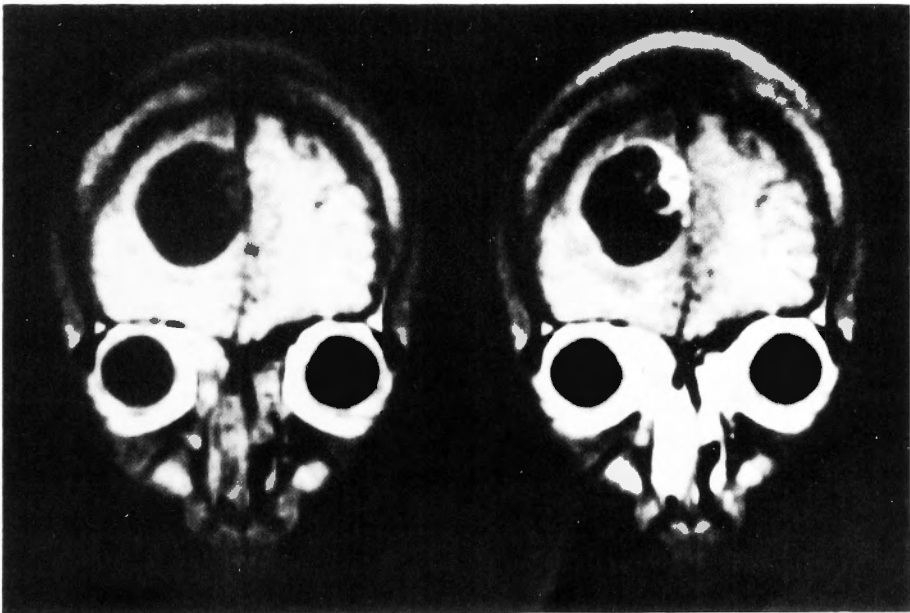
Magnetic resonance imaging (MRI) scans (0.22 T, SE TR 500 msec/TE 30 msec). Left: Coronal T₁-weighted image. Right: After administration of Gd-DTPA.
